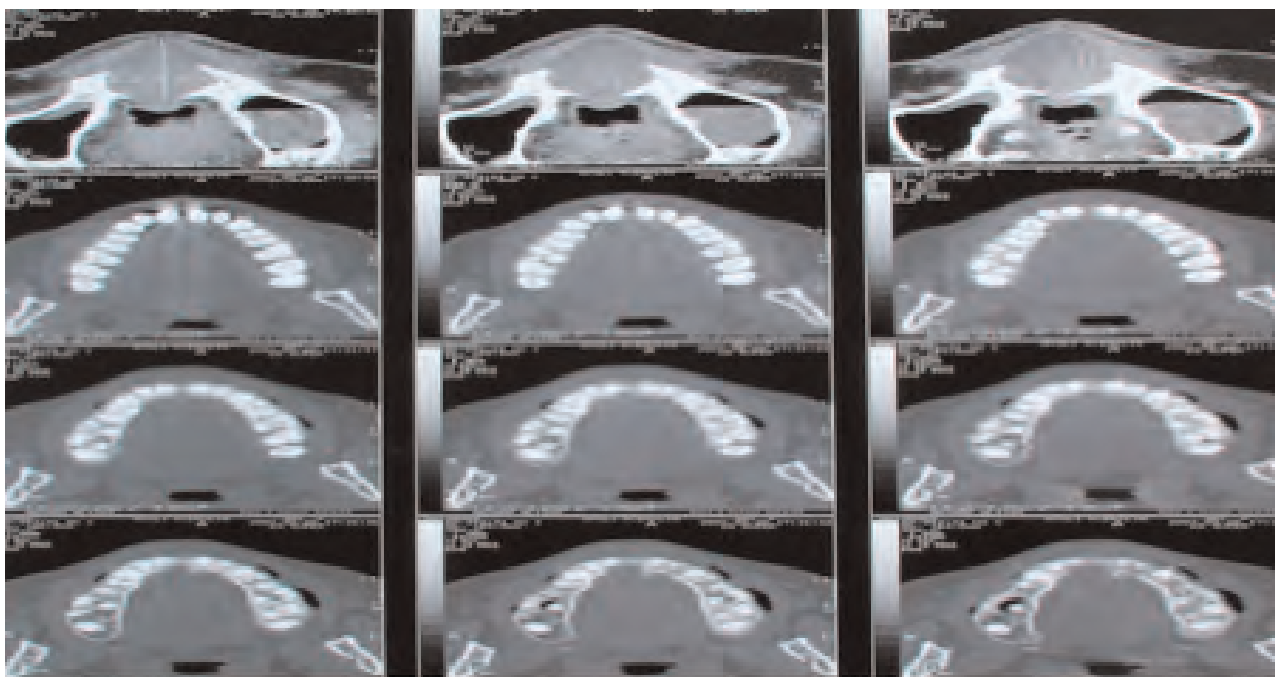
TC Dentscan pre-operatorie: Sezioni assiali
